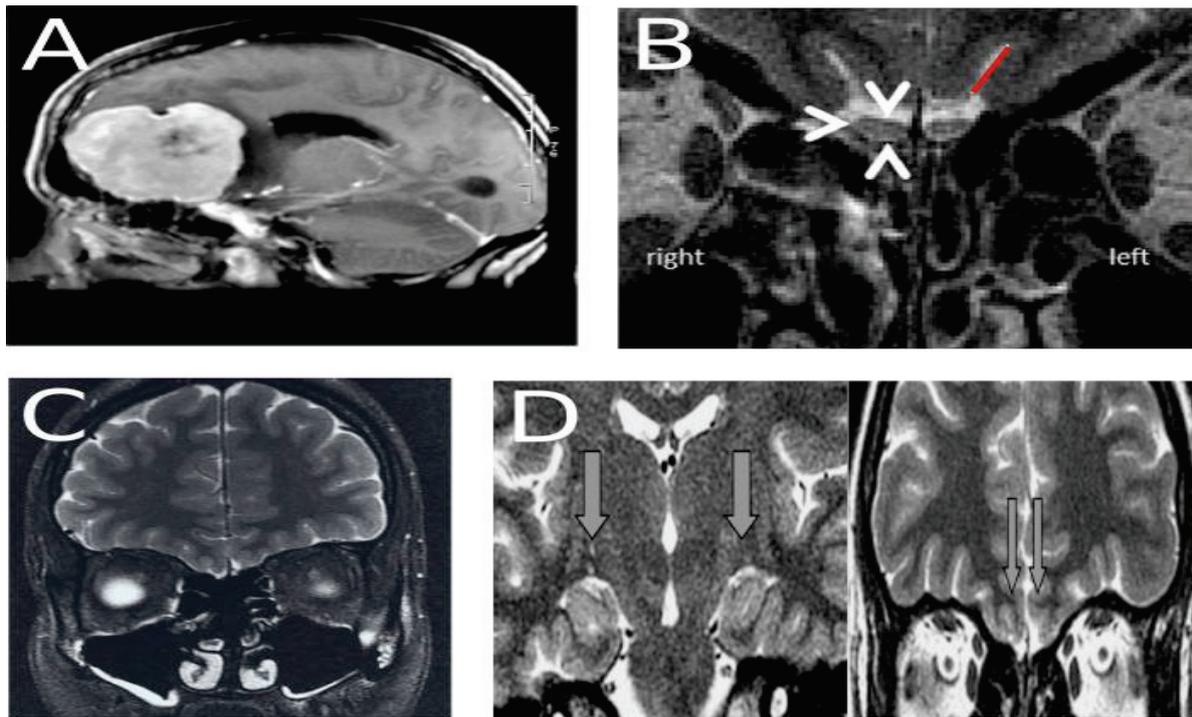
Quelques exemples de l'application de l'imagerie IRM pour le diagnostic de la dysosmie.
